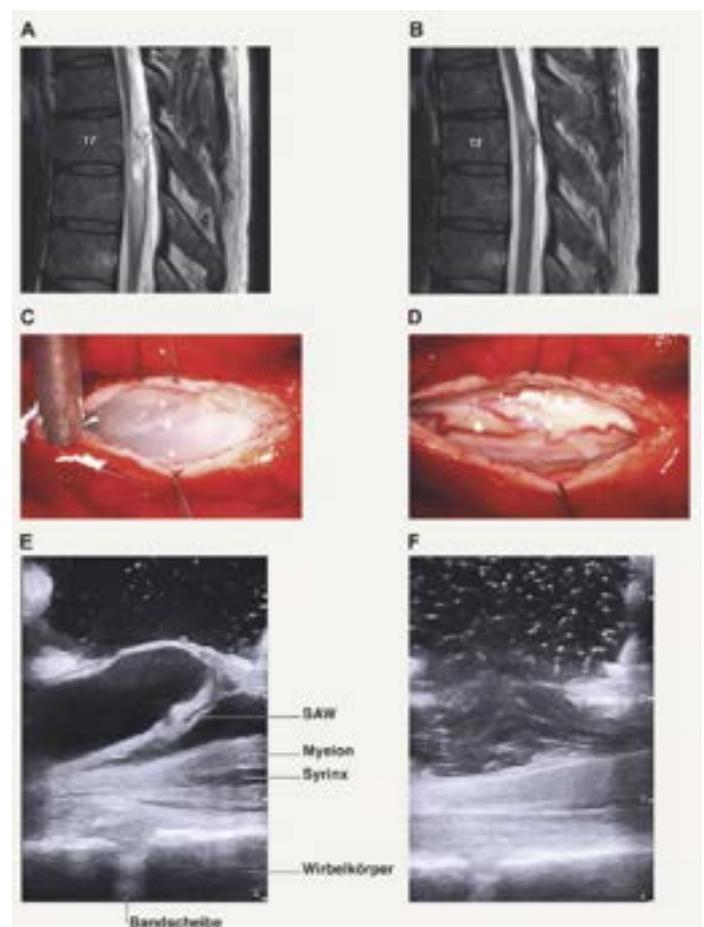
Pre- (A) und postoperative (B) sagittale MRT Bildgebung mit dem charakteristischen „scalpel sign“ auf Höhe von T7 und assoziierter Syrinx. Intraoperative Darstellung des SAW vor (C) und nach (D) intraduraler Exzision. Intraoperativer Ultraschall in sagittaler Ausrichtung vor (E) und nach (F) Exzision des SAW.
